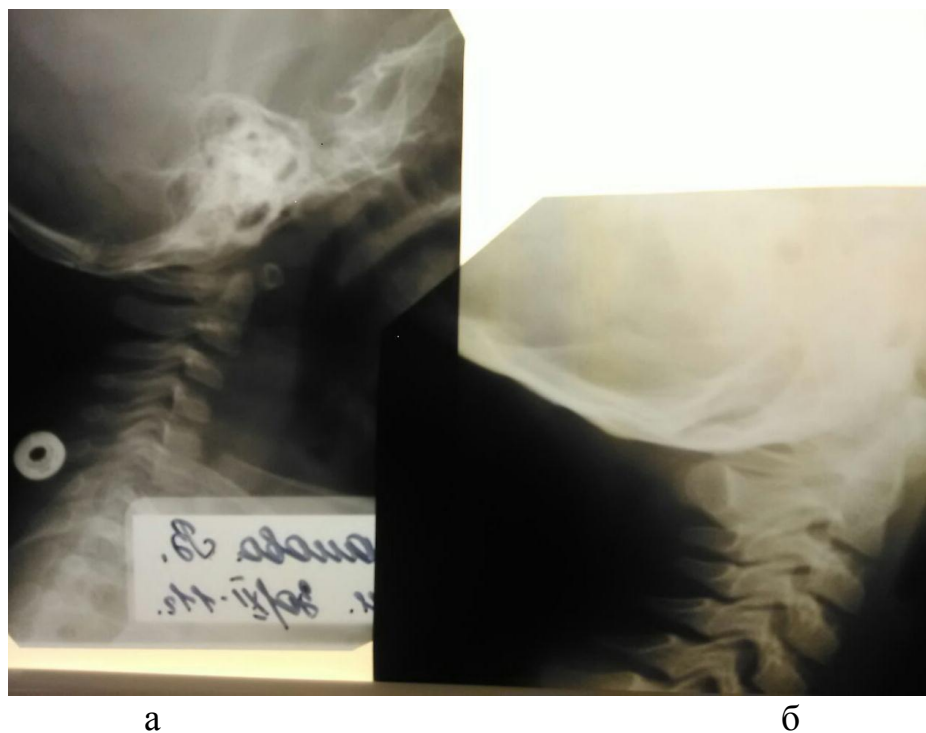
Рентгенограмма (боковая) шейного отдела позвоночника с диспластическими изменениями девочки М. а) в возрасте 10 мес. б) в 10 лет (б).
